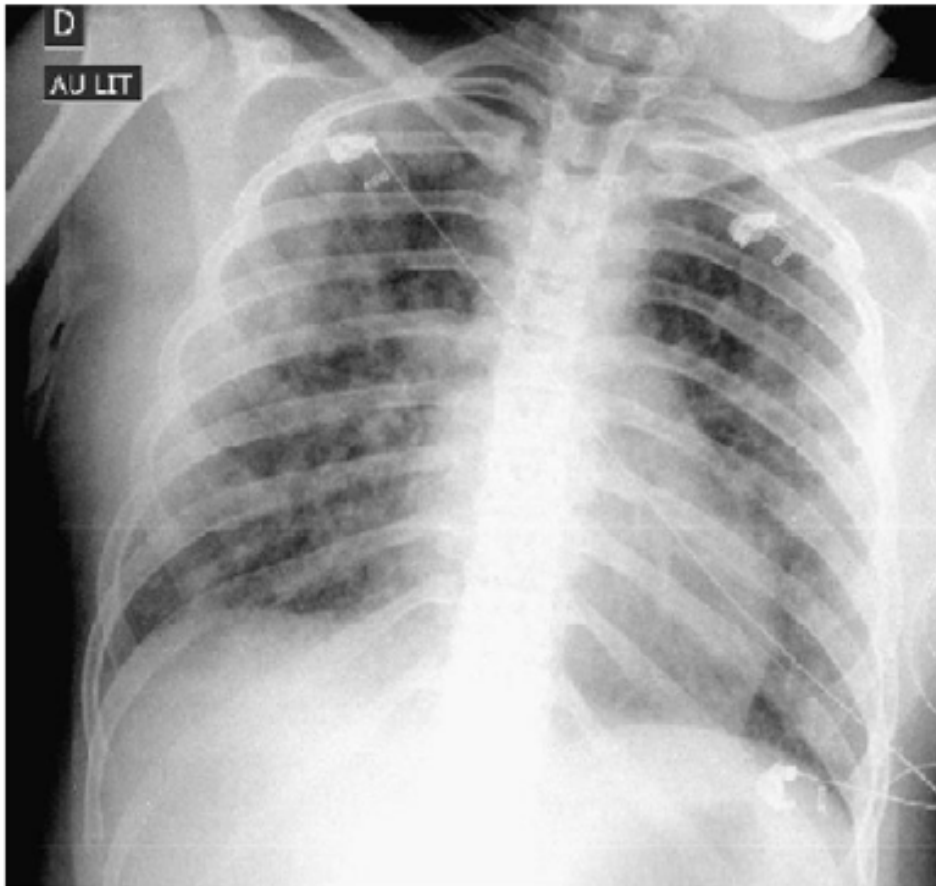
Radiographie de thorax de face en inspiration chez une patiente ayant un SDRA associé à une EG. la radiographie montre des infiltrats alvéolaires diffus bilatéraux ,des images floconneuses et des images réticulaires secondaires à une surcharge septale (68).
